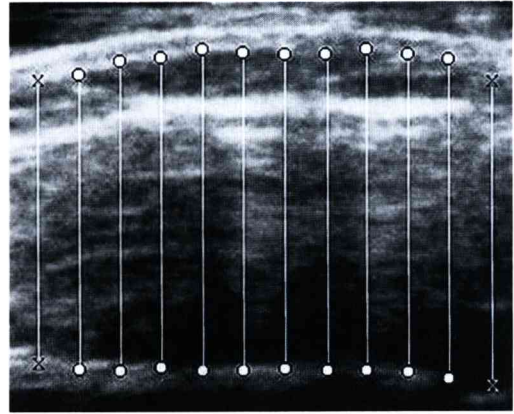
Ultrasonography of masseter muscle and its measuring points (O) ; Masseter muscle thickness was measured on O marked points except X points.
